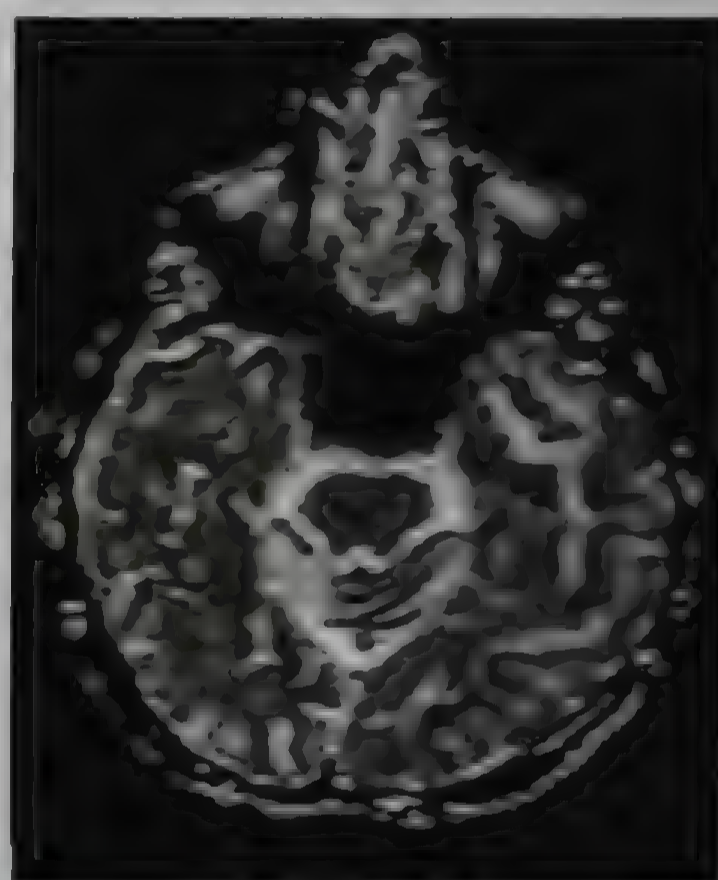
Компьютерная томограмма пациента С. 57 лет. С тромбозом правой вены Trolard, развитием геморрагического инфаркта в левой теменной области и тромбозом левого поперечного синуса с развитием геморрагического инфаркта в левой височно-теменной области
